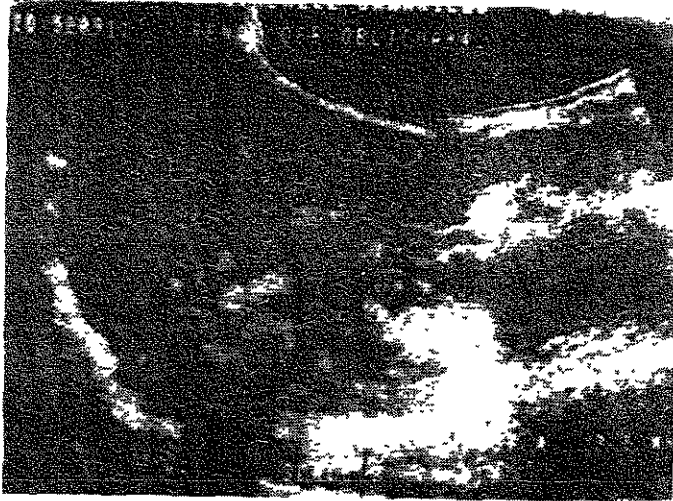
Caso 7. - Ultrasonografía renal en la cuál se demuestran múltiples tumores en riñón derecho
